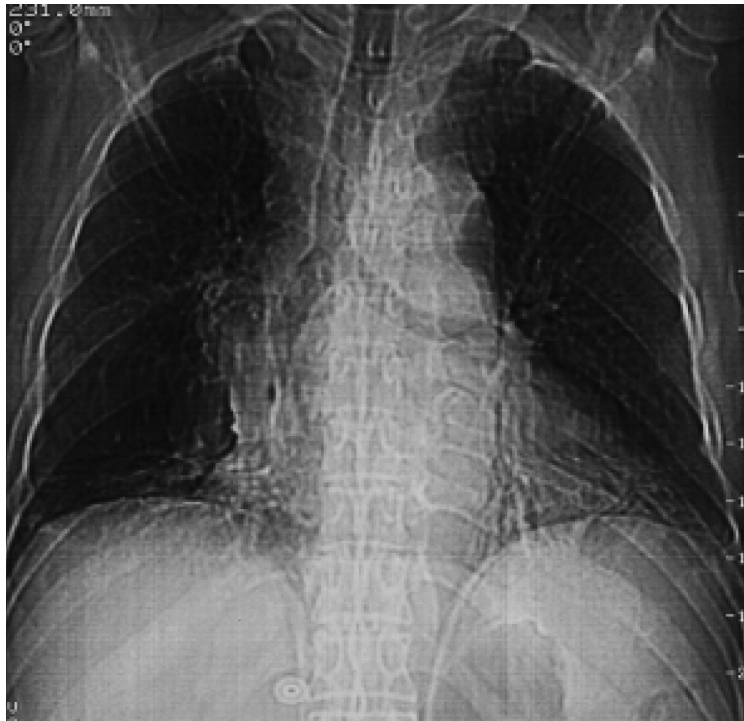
Chest X-ray showing the mass lesion in right lower lobe.
